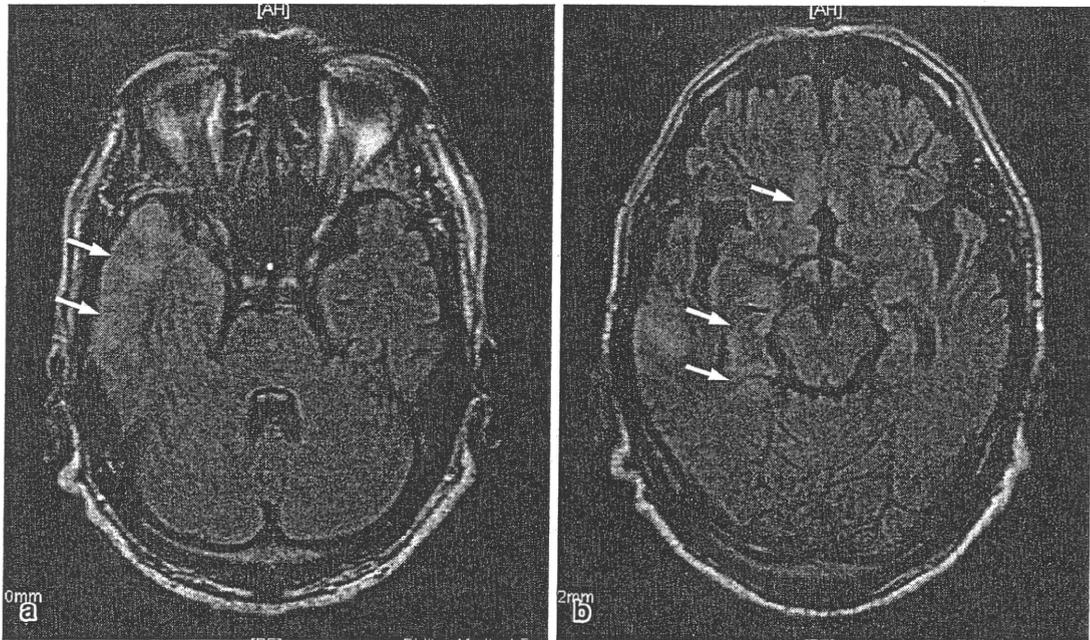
ヘルペス脳炎 (MRI FLAIR 水平断)
